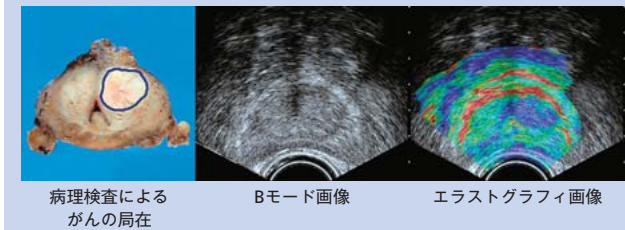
前立腺がんの症例（触診、超音波検査、MRI（Magnetic Resonance Imaging）で陰性）
